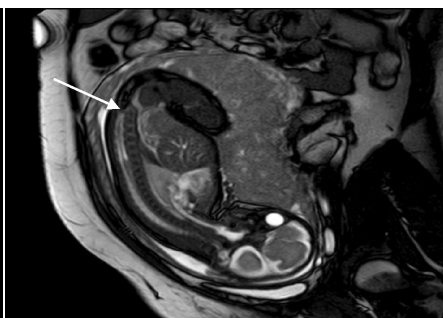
MRI矢状位T1WI显示胎儿骶尾椎大部分未见确切显示(箭头示)
